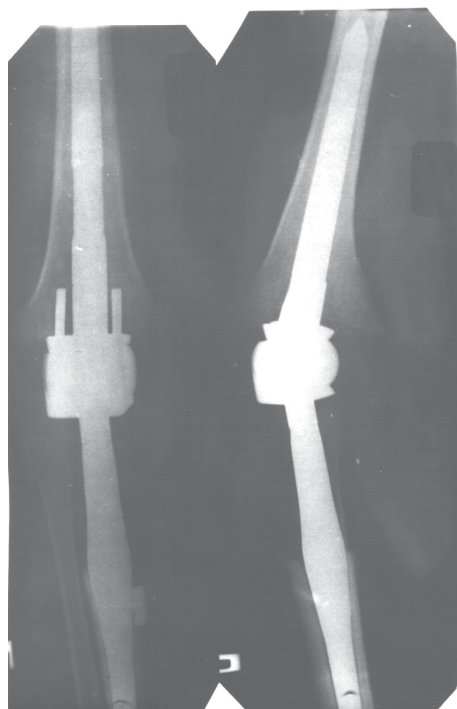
Bolnavul E. Clișeu radiografic postoperator, 60 zile. Endoprotezarea totală a articulației genunchiului drept, după modificarea noastră.
